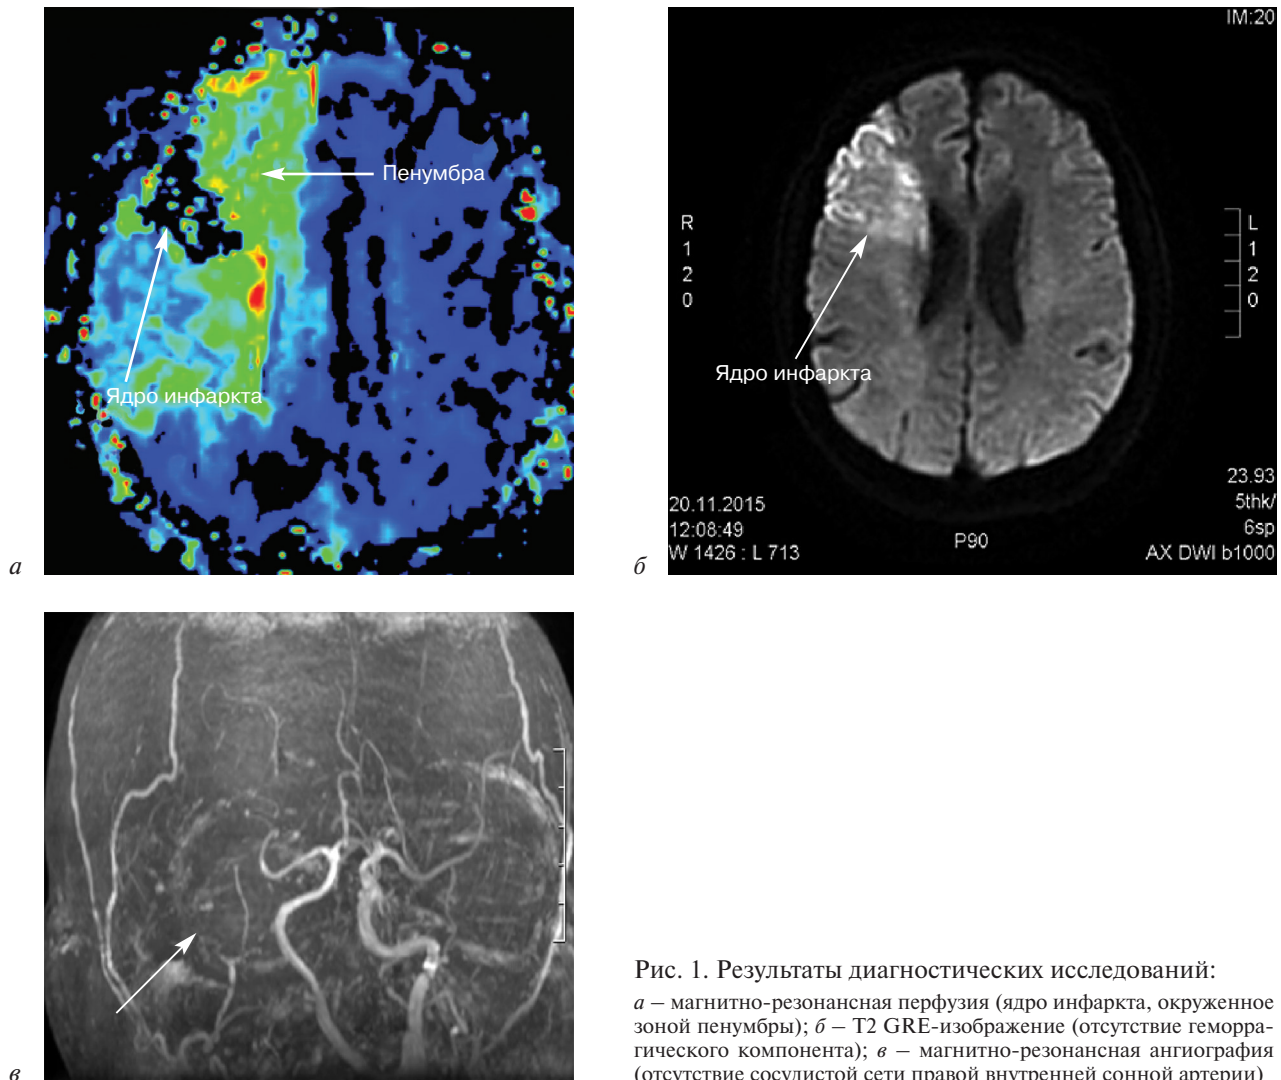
Результаты диагностических исследований: а — магнитно-резонансная перфузия (ядро инфаркта, окруженное зоной пенумбры); б — T2 GRE-изображение (отсутствие геморрагического компонента); в — магнитно-резонансная ангиография (отсутствие сосудистой сети правой внутренней сонной артерии)
